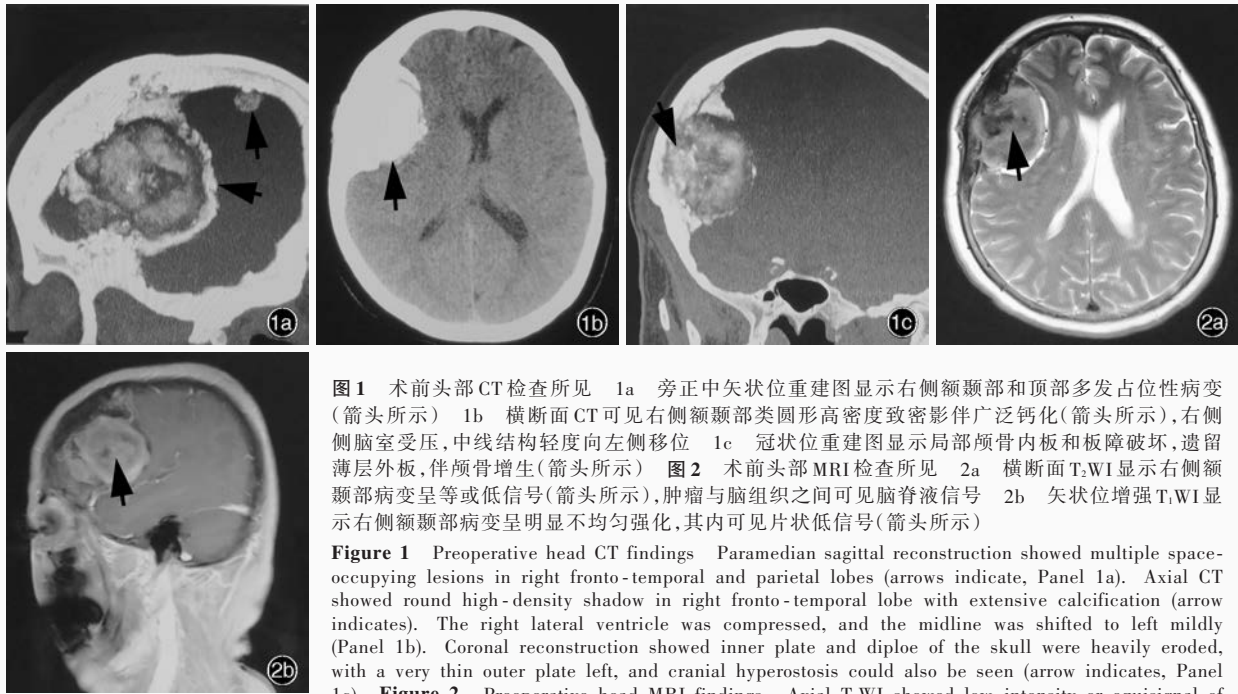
术前头部 CT 检查所见 1a 旁正中矢状位重建图显示右侧额颞部和顶部多发占位性病变(箭头所示) 1b 横断面 CT 可见右侧额颞部类圆形高密度致密影伴广泛钙化(箭头所示),右侧侧脑室受压,中线结构轻度向左侧移位 1c 冠状位重建图显示局部颅骨内板和板障破坏,遗留薄层外板,伴颅骨增生(箭头所示) 图 2 术前头部 MRI 检查所见 2a 横断面 T₂WI 显示右侧额颞部病变呈等或低信号(箭头所示),肿瘤与脑组织之间可见脑脊液信号 2b 矢状位增强 T₁WI 显示右侧额颞部病变呈明显不均匀强化,其内可见片状低信号(箭头所示)
